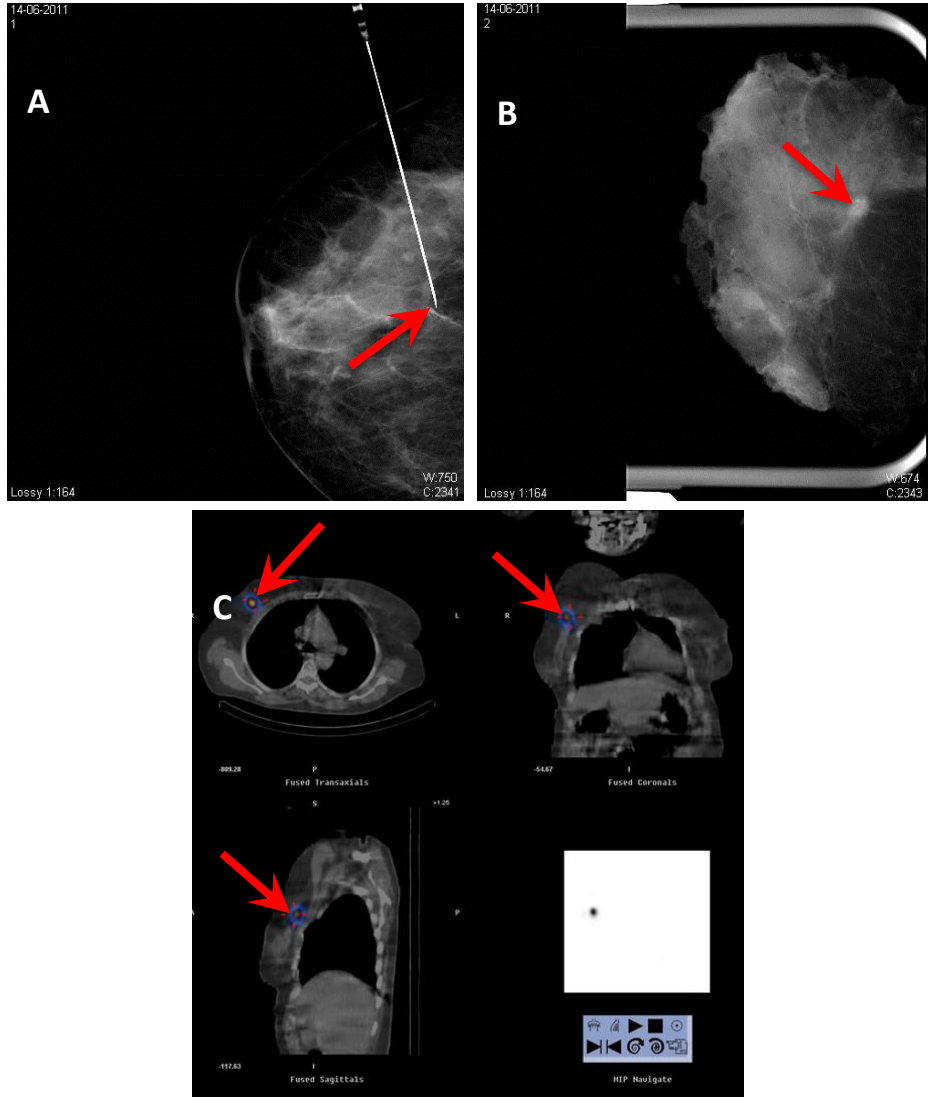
Vaka no:18. 27 yaş, kompleks apokrin metaplazi, USG rehberliğinde ROLL.
